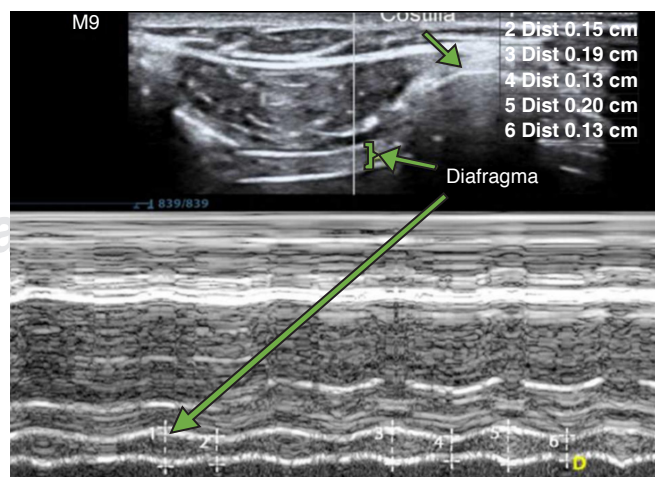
Imagen ultrasonográfica en la que se observa (flecha verde) el grosor diafragmático en modo 2D (superior) y modo M (inferior).
